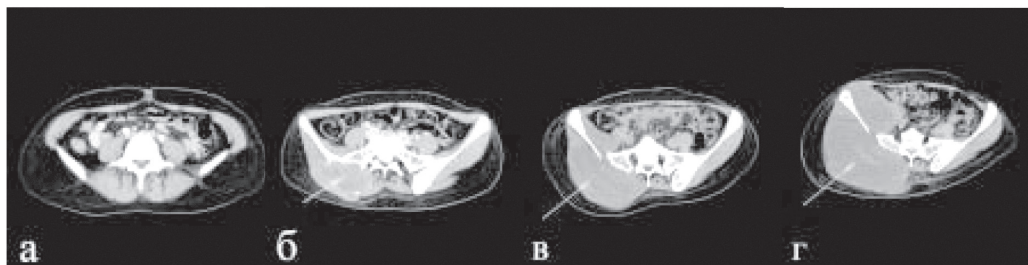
СКТ органов малого таза. Прогрессирование костных метастазов с мягкотканым компонентом: а – июль 2011 г. (без признаков поражения), б – март 2012 г., в – июнь 2012 г., г – ноябрь 2012 г. Стрелкой указано метастатическое образование
